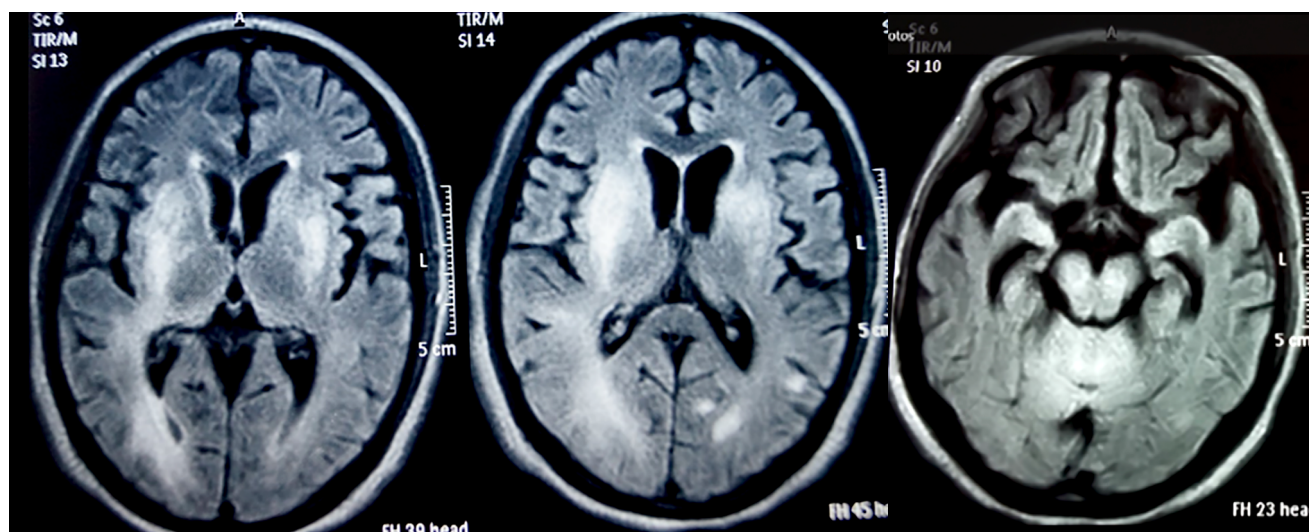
Resonancia magnética cerebral en T2 Flair, realizadas al segundo mes de evolución, con lesiones hiperintensas en T2 y T2 Flair no captadoras, predominantemente difusas en placas y otras escasas
